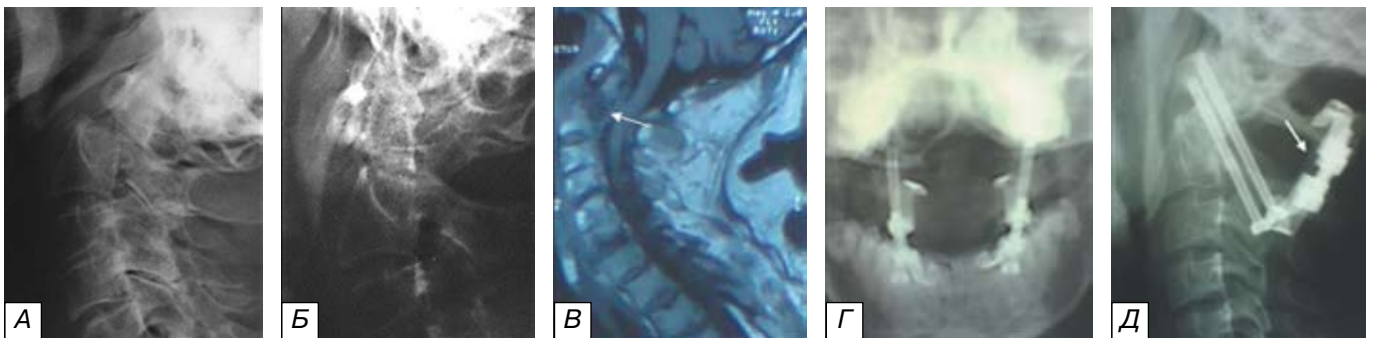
Данные инструментального обследования пациента с застарелым Halo-корректируемым переломом зубовидного отростка II типа. При рентгенографии шейного отдела позвоночника в боковой проекции (а) определяется перелом шейки зубовидного отростка со смещением кзади до 5 мм. При проведении функциональных проб, во время сгибания шеи (б) констатирована возможность устранения атланта-аксиальной дислокации закрытым путем. При МРТ (в) верифицирован фиброзный конгломерат в области перелома (указан стрелкой), препятствующий сращению отломков. На 240-е сутки травматической болезни пациенту были выполнены Halo-репозиция, задняя трансартикулярная фиксация по Магерлу и трансламинарная фиксация позвонков C₁-C₂ крючковой системой. Результат проведенного лечения представлен на контрольных рентгенограммах краниовертебрального уровня: г — трансоральная укладка; д — боковая проекция, стрелкой указан восстановленный в междужковом промежутке позвонков C₁-C₂ костный аутографт.
